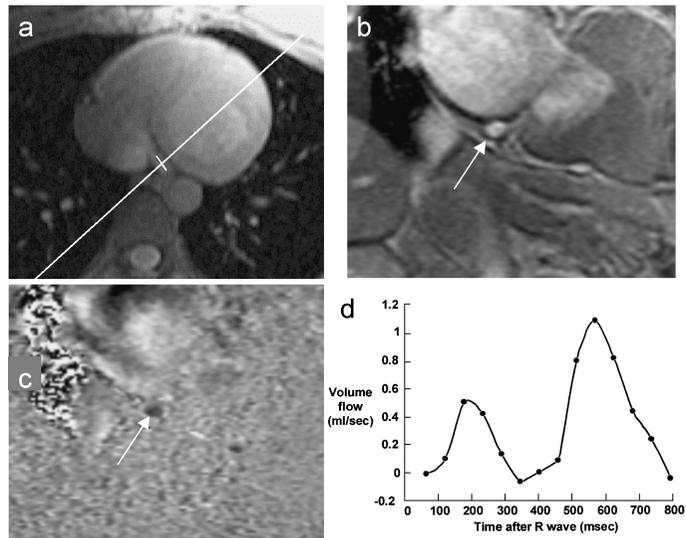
MR flow measurement of the coronary sinus. (a) Definition of the imaging slice for MR blood flow measurement in the coronary sinus on a scout MR image. (b) Magnitude images of the coronary sinus. (c) Phase difference image of the coronary sinus (arrows). (d) Blood flow curve in the coronary sinus measured by MRI.
